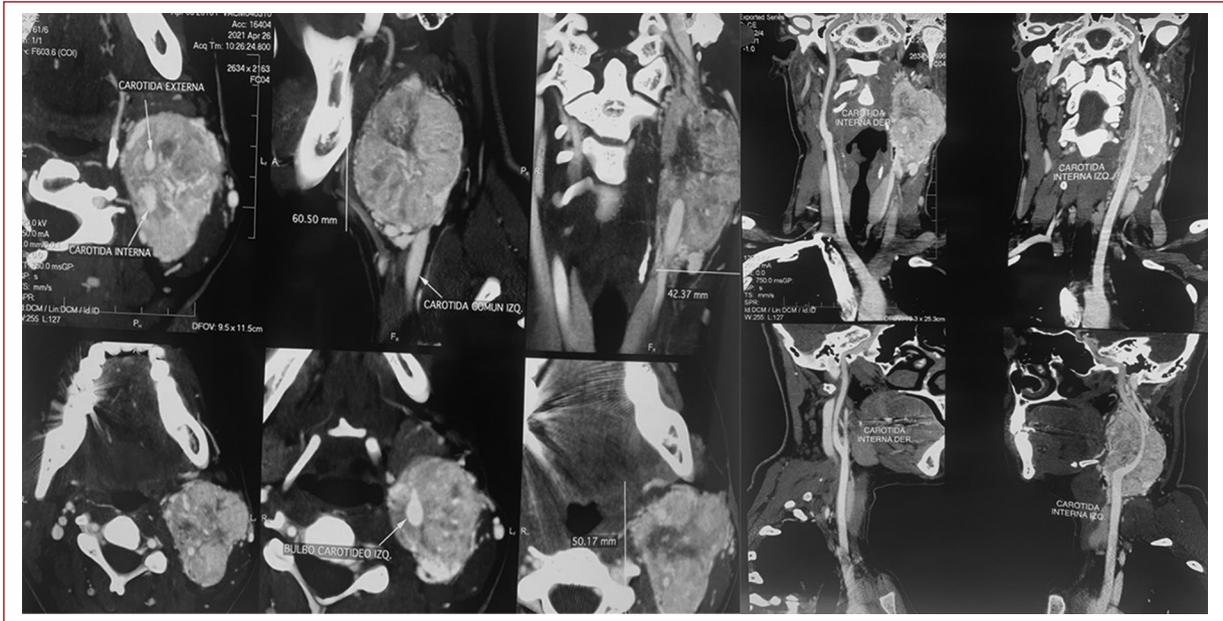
Angiotomografía.
